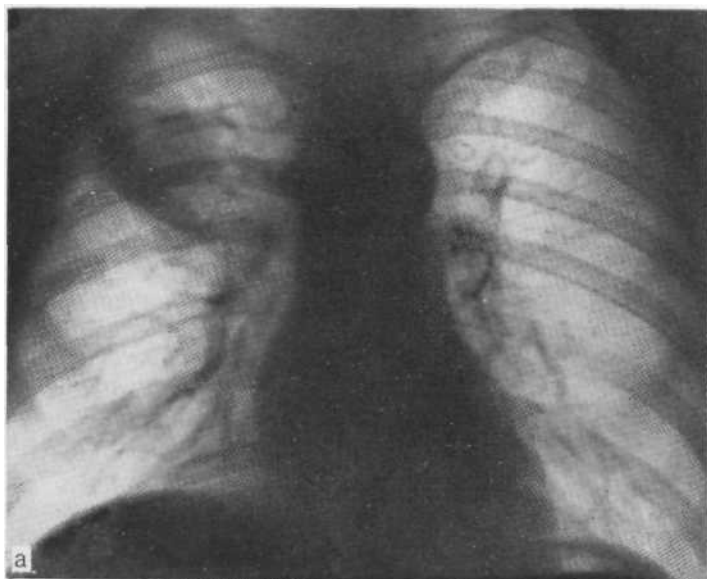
Рентгенограмма в прямой проекции (а): уменьшение объема верхней доли справа. На прямой томограмме (б) видно, что верхнедолевой бронх и его ветви проходимы. Полное рассасывание инфильтрации верхней доли через 4 мес позволило установить диагноз затянувшейся пневмонии.
